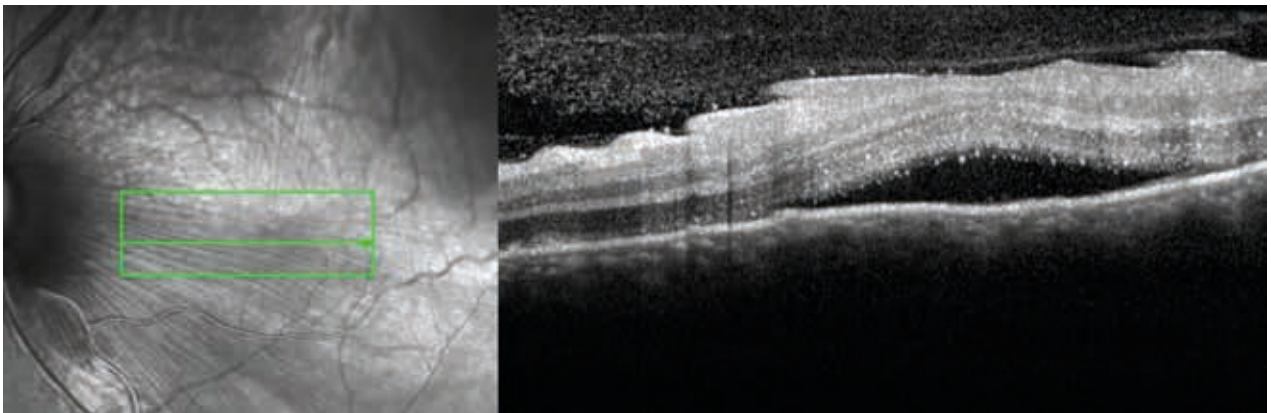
Tomografía de coherencia óptica, ojo izquierdo. Corte a nivel de la mácula que demuestra la presencia de líquido entre la retina y el epitelio pigmentario.
